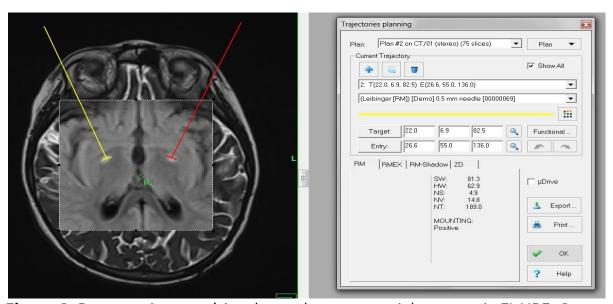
Resonancia magnética de cerebro, corte axial, secuencia FLAIRE, Caso 2: paciente con Neurodegeneración Asociada a la Pantotenato Kinasa (PKAN) y estatus distónico refractario llevada a palidotomía bilateral, se observan las
